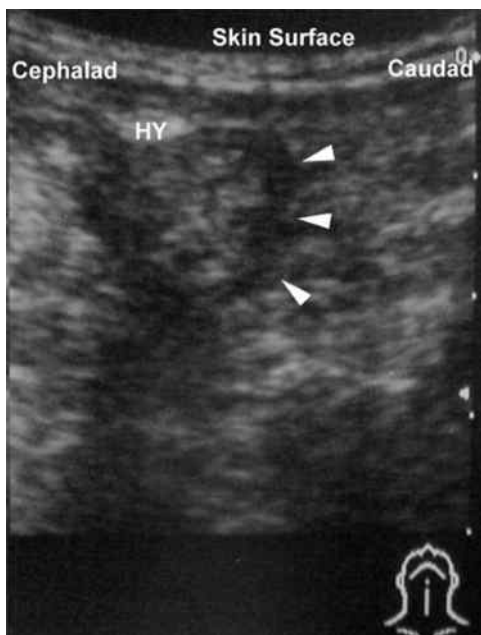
Signe échographique du P dû à l'ombre acoustique de l'os hyoïde.
